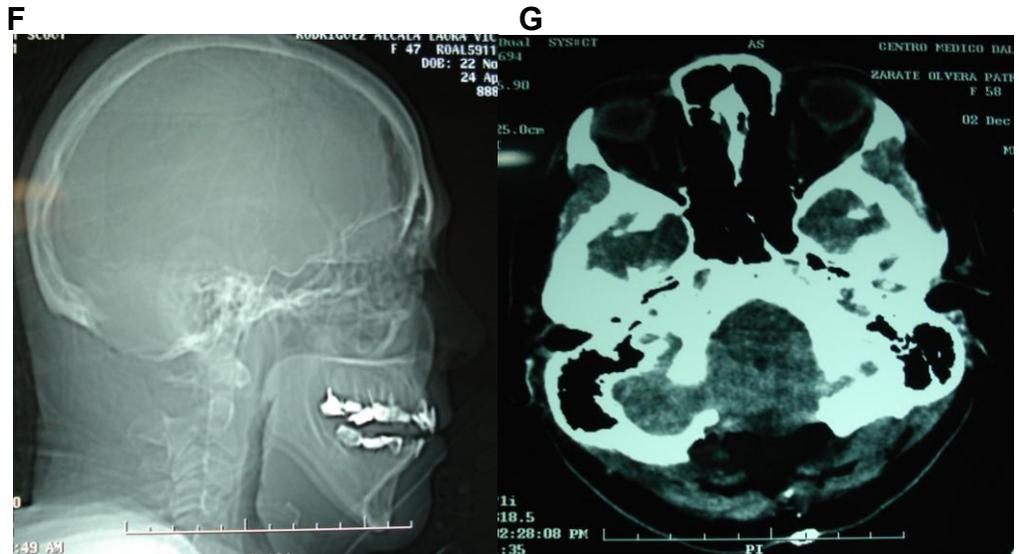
Radiografía lateral de cráneo postquirúrgica en la que se aprecia defecto óseo a nivel de la escama del hueso occipital secundario a la craniectomía. G: Tc de cráneo en fase simple corte axial, donde se aprecia pérdida de la continuidad del hueso occipital a nivel del borde posterior del foramen magno, secundario a la craniectomía suboccipital.
